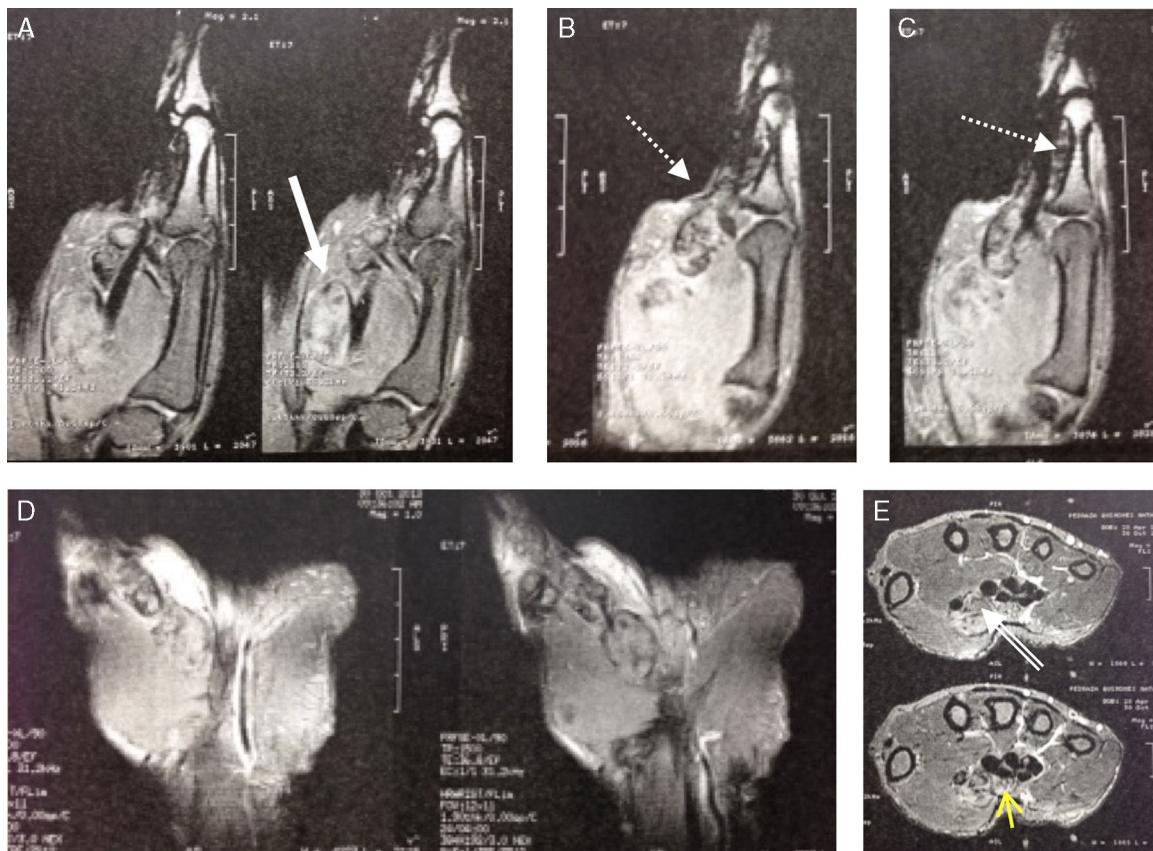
Resonancia nuclear de mano en T1 (A) y T2 (B-E). Se observa la extensión del tumor que infiltra la musculatura tenar (flecha gruesa) y sigue el trayecto del flexor pollicis longus, lo rodea y ocupa el espacio de las poleas del pulgar (flecha punteada). En los cortes axiales se pone de manifiesto la ubicación de la masa en relación con el túnel carpiano, que se localiza entre el flexor pollicis longus y los flexores de los dedos (flecha doble línea), en proximidad al nervio mediano (flecha amarilla).
